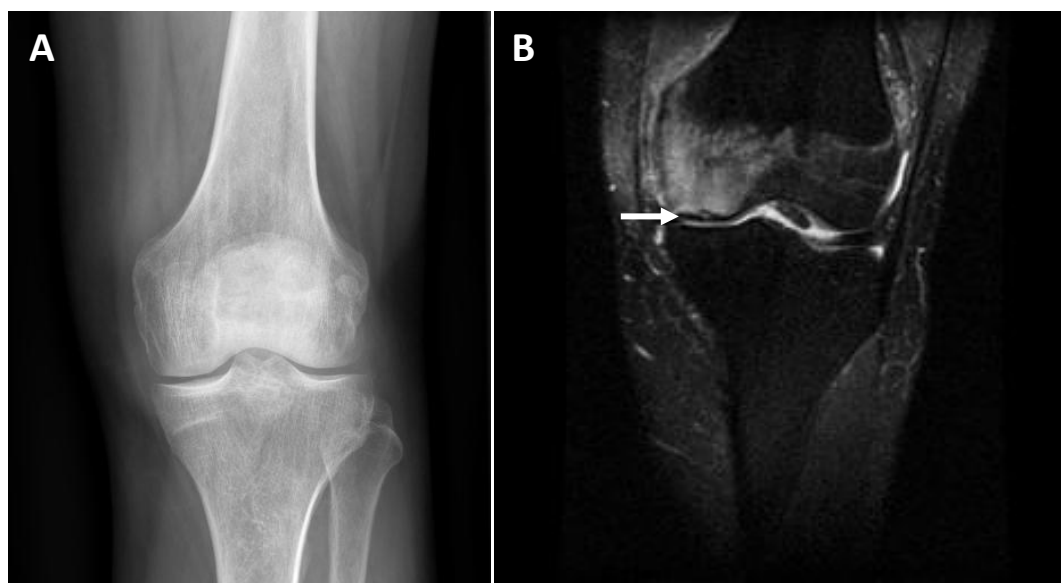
A: radiografía simple de un paciente con necrosis avascular del cóndilo femoral. B: imagen de RM potenciada en T2 con supresión grasa del mismo paciente. Se puede observar un área hiperintensa en el cóndilo femoral interno, que corresponde al edema producido como consecuencia de la necrosis. Inmediatamente por debajo se puede ver el fragmento necrótico, como una línea hipointensa subcondral (flecha).
